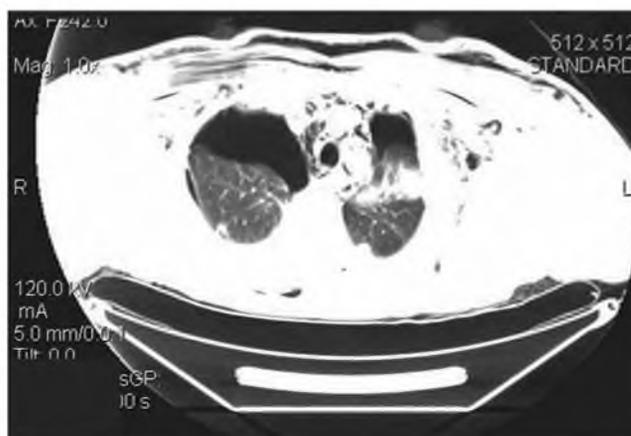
КТ органов грудной клетки прямая проекция при поступлении
